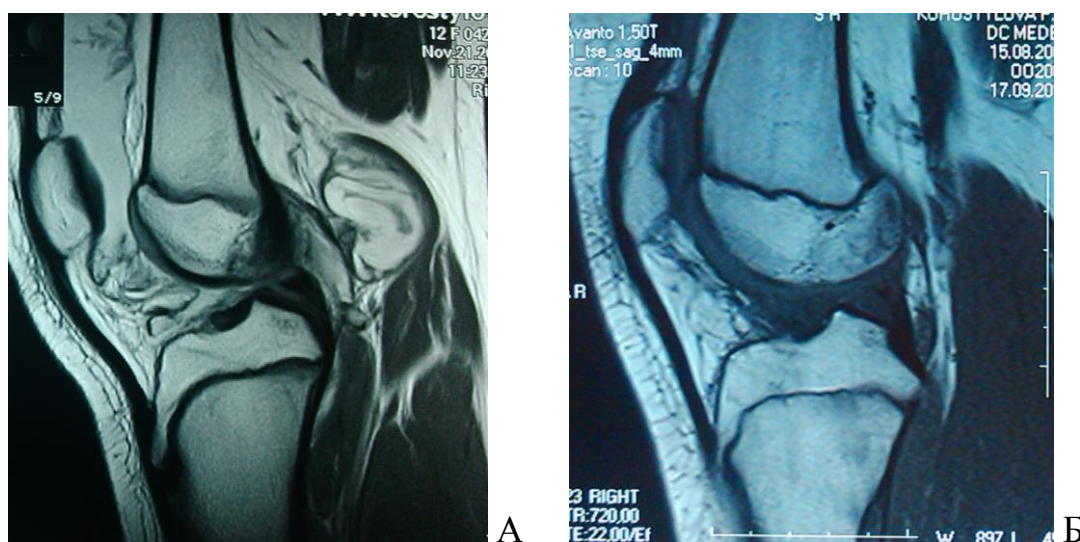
МРТ. Хвора К. з ДПВНС КС. Доопераційний вигляд колінного суглоба з ДПВНС КС з наявністю кісти Бейкера (А) та через 3 місяці після комбінованої синовектомії – колінний суглоб без ознак рецидивування захворювання (Б).
